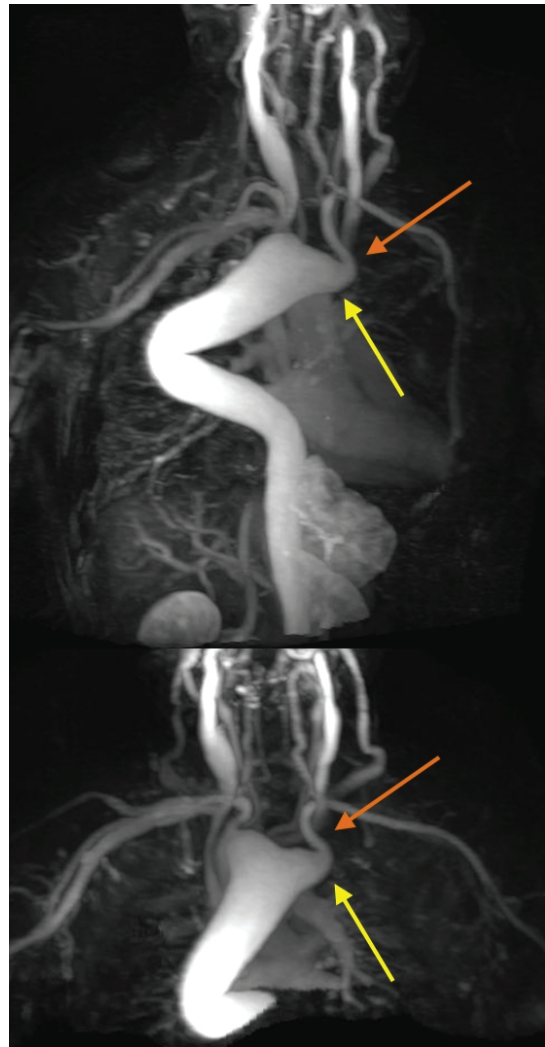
Angio-Ressonância Magnética com reconstruções em 3D da aorta torácica evidenciando arco à direita e artéria subclávia esquerda aberrante (seta vermelha) com origem em divertículo de Kommerell (seta amarela).
